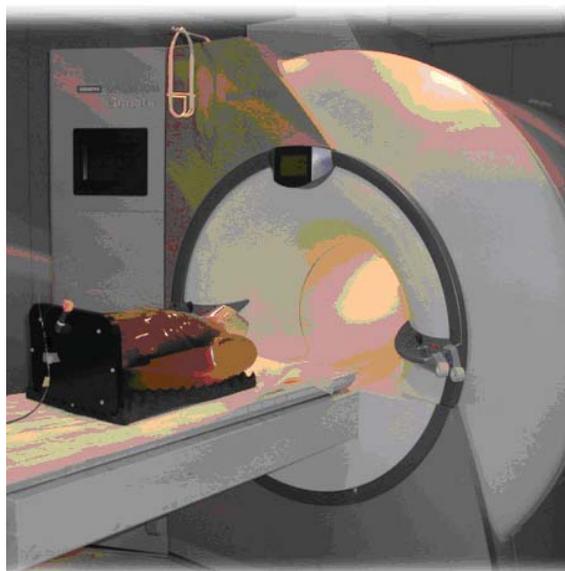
Possibilità di effettuare esami di MRI su pazienti portatori di stimolatori elettrici impiantabili
